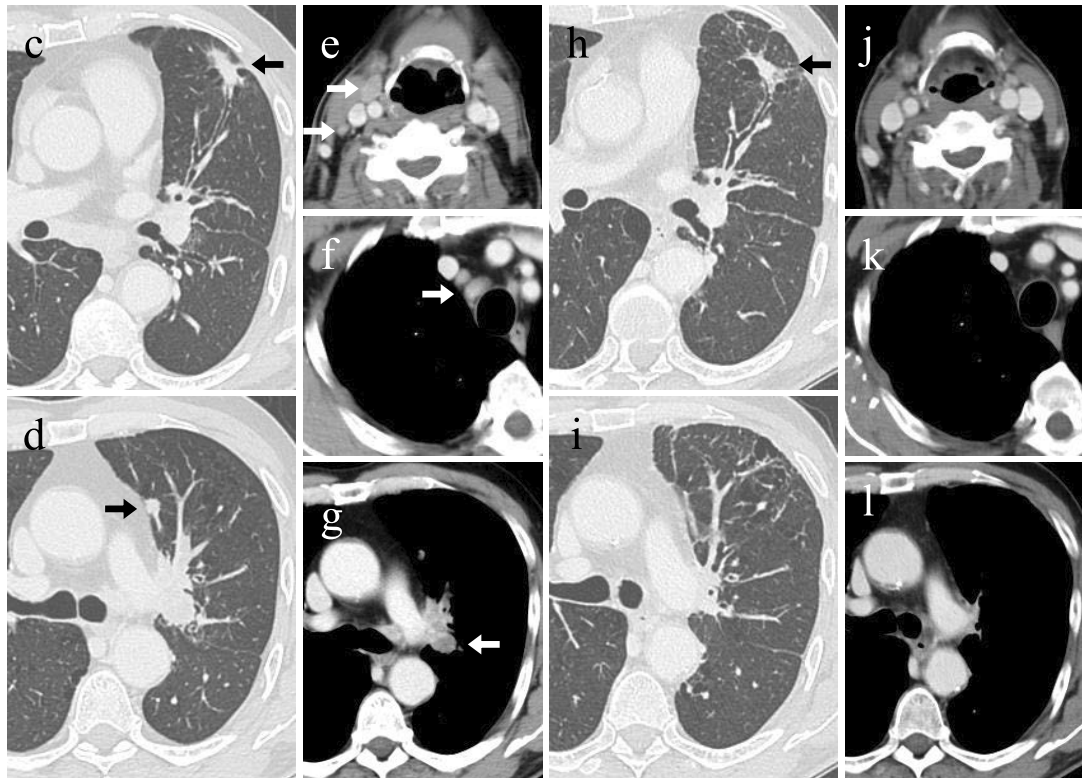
An evaluation of chest CT findings in Case 1 and 2. The primary lung lesion in Case 1 before treatment (a). This lesion disappeared after treatment (b) with pembrolizumab. The primary lung lesion in Case 2 before treatment (c). This lesion shrank after chemo-immunotherapy (h). Intrapulmonary nodule, neck lymph node swelling and bilateral lymph node swelling in Case 2 before treatment (d-g); these lesions disappeared after chemo-immunotherapy (i-l).
